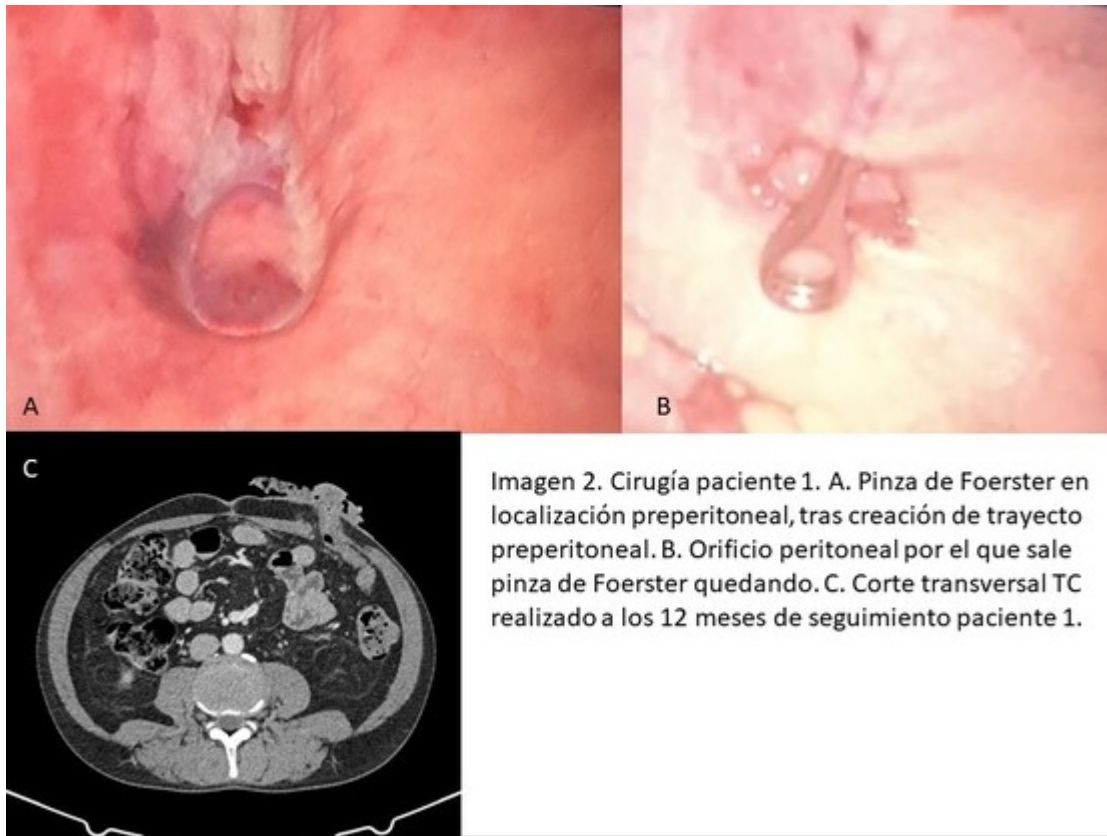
Cirugía paciente 1. A. Pinza de Foerster en localización preperitoneal, tras creación de trayecto preperitoneal. B. Orificio peritoneal por el que sale pinza de Foerster quedando. C. Corte transversal TC realizado a los 12 meses de seguimiento paciente 1.
